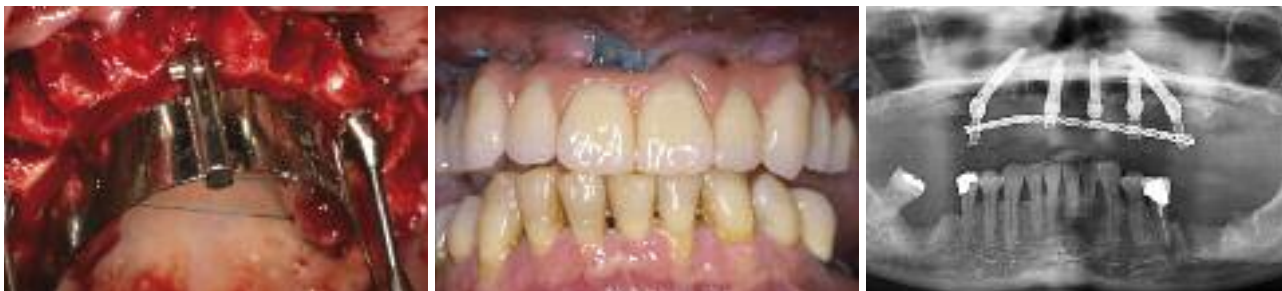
Implantation und Ausrichtung der Abutments mithilfe der Führungsschablone. – Abb. 5: Fertige Sofortversorgung im Munde des Patienten. – Abb. 6: Röntgenkontrolle. Bei Ungenauigkeiten in Hinblick auf die Passung der Abutments (hier Regio 15) muss die temporäre Hülse aus der Versorgung gelöst und im Munde des Patienten wieder neu fixiert werden. In diesem Fall wurde aufgrund der geringen primären Stabilität des Implantates bei 21 ein weiteres Implantat Regio 23 eingesetzt.
